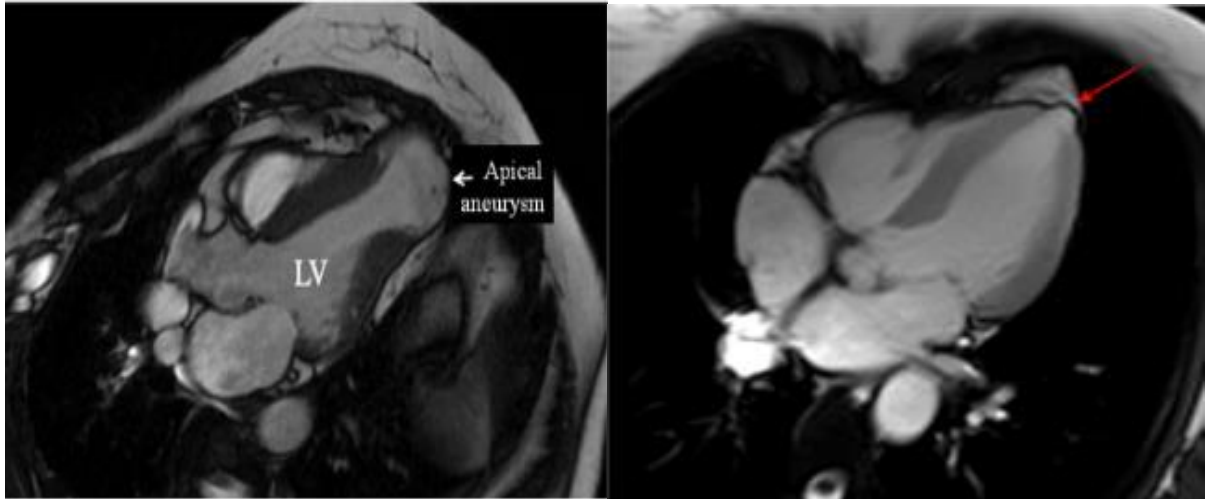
Imagens de ressonância magnética mostrando aneurismas apicais típicos da Cardiomiopatia Chagásica. Adaptado de (NUNES, MCP *et al.*, 2017, MOLL-BERNARDES *et al.*, 2020).
